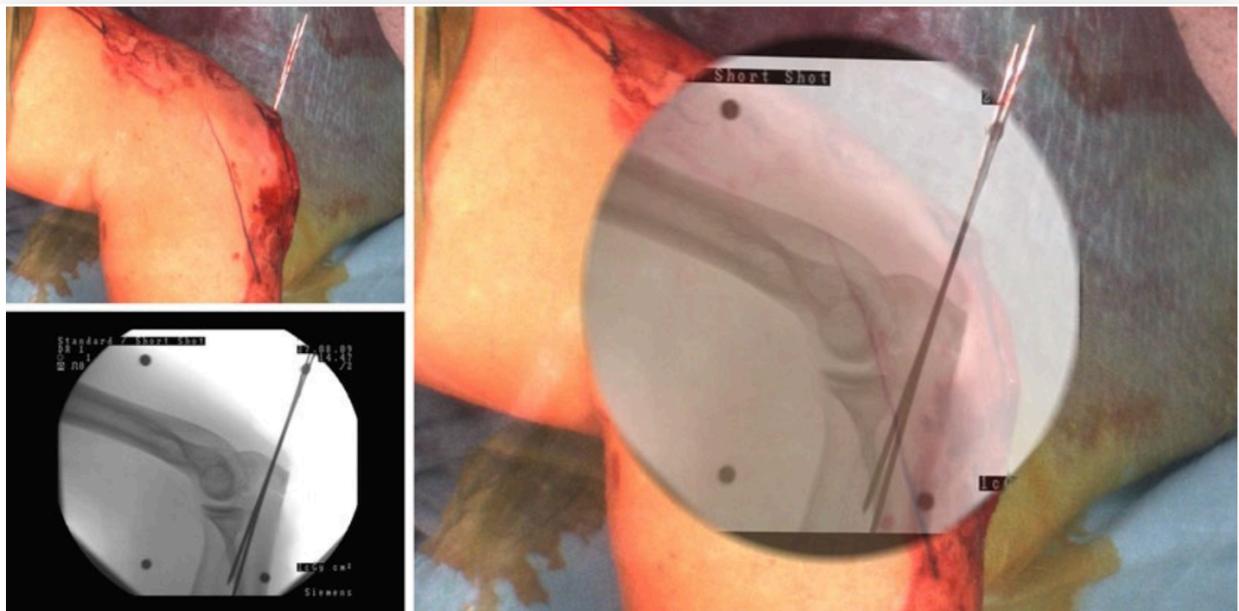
Videobild (links oben) und Durchleuchtungsbild (links unten) werden durch die vorhandene Kalibrierung exakt übereinandergelegt (man beachte die K-Drähte, die sich übergangslos vom Videobild in das Röntgenbild fortsetzen)
